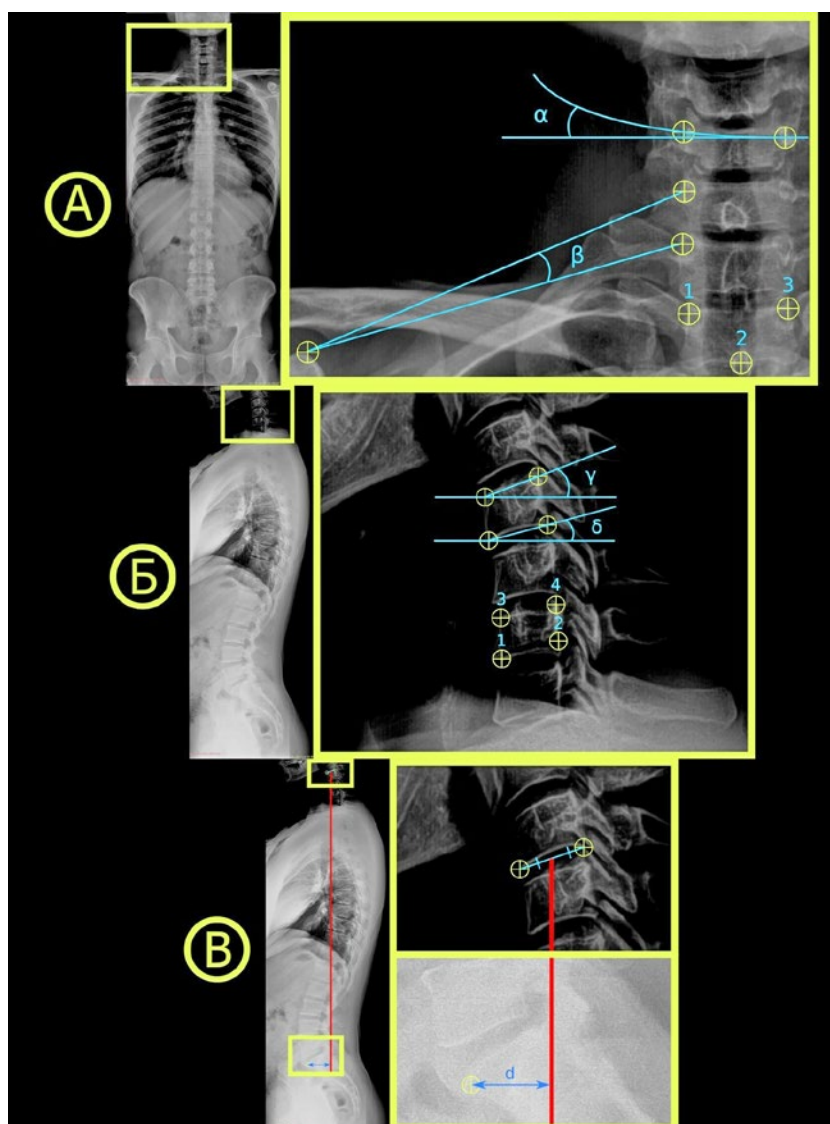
Рентгенологические маркеры. А: 1 – наружная ножка позвонка на 10 часов по циферблату, 2 – центр остистого отростка позвонка, 3 – наружная ножка позвонка на 2 часа по циферблату, α – угол смещения позвонка во фронтальной проекции относительно позвоночного столба, β – угол между вершущей ключевидного отростка лопатки и наружными ножками позвонков. Б: 1 и 3 – края тела позвонка, 2 и 4 – вершущи суставных отростков, γ и δ – углы смещения позвонков относительно горизонтальной плоскости. В: d – расстояние от мыса крестца до оси позвоночника
